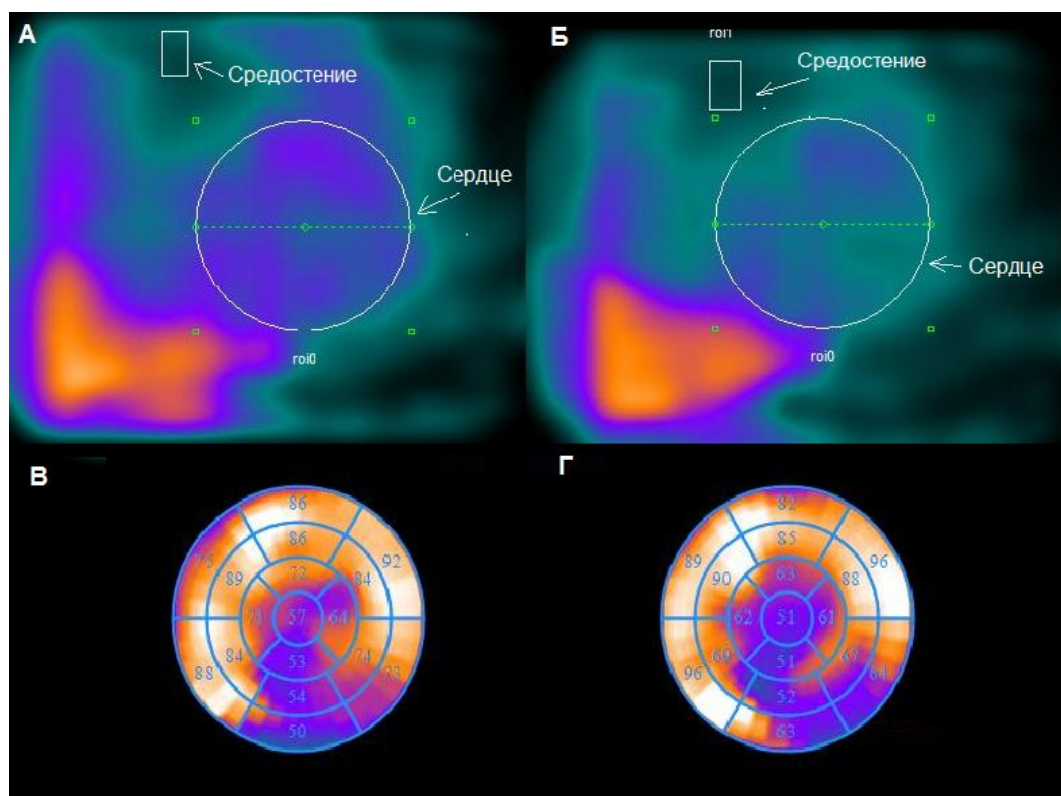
Больная Ч., однофотонная эмиссионная компьютерная томография миокарда с  $^{123}\text{I}$ -МИБГ. А – планарные сцинтиграммы при раннем (через 15 минут) исследовании; Б - планарные сцинтиграммы при отсроченном (через 4 часа) исследовании. Отмечаются области нарушения региональной симпатической активности на ранних (В) и отсроченных (Г) томосцинтиграммах
